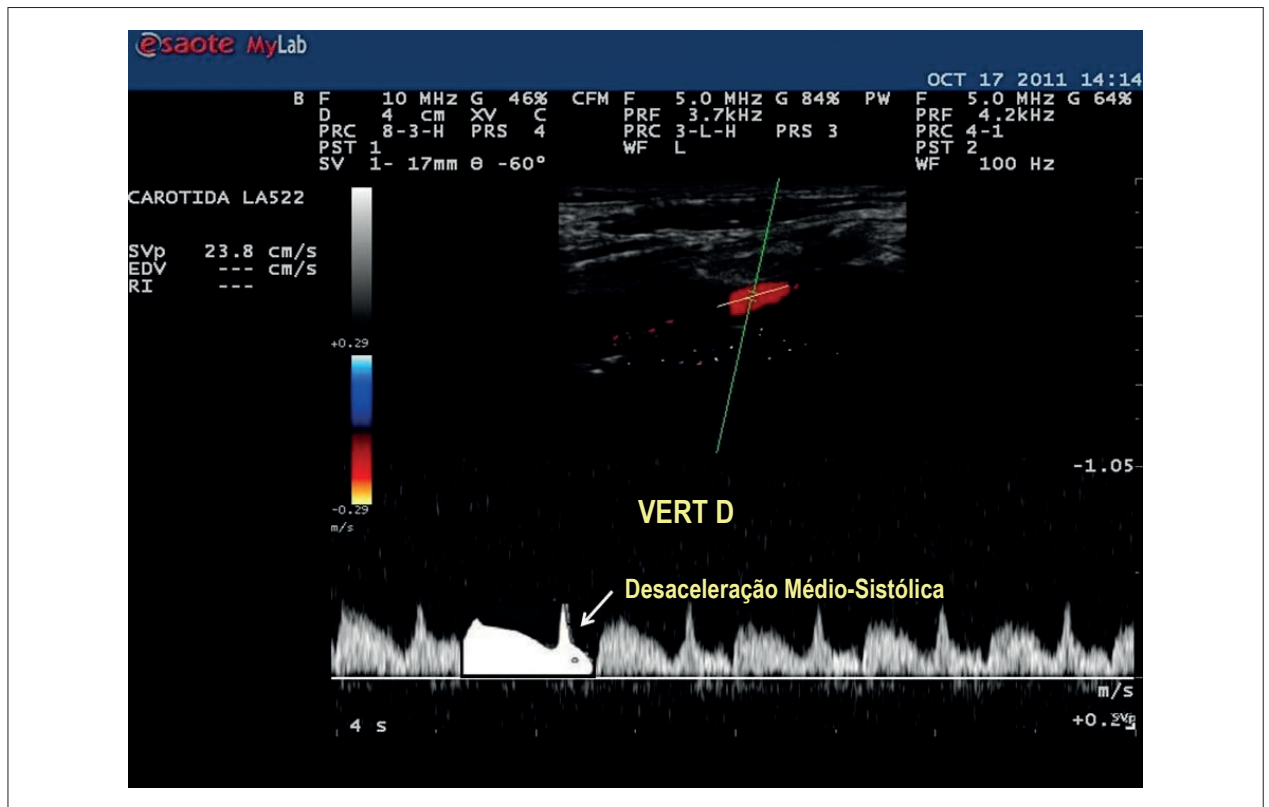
Doppler espectral (PW) da artéria vertebral direita mostrando desaceleração médio sistólica (“Sinal do Coelho”) compatível roubo tipo 1 (latente),¹⁵ também chamado de roubo oculto da subclávia. Manobras de hiperemia reativa podem potencializar o fenômeno.^{12,15}
